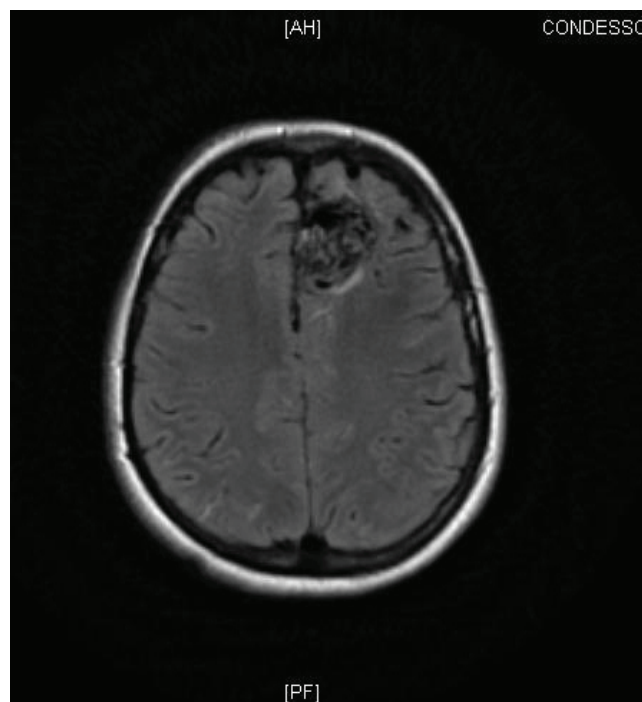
Axial coronal RM.
